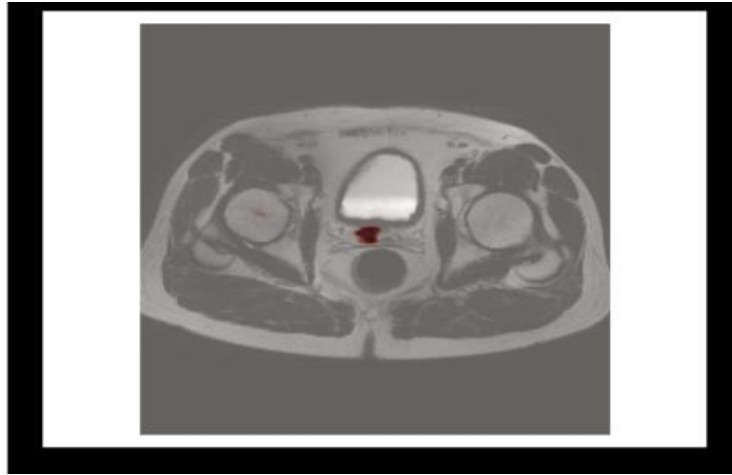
Localisation de la tumeur sur une image IRM radiologie
